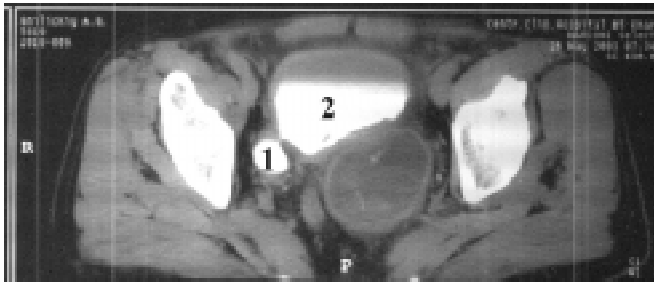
Томографічний зріз дивертикула сечового міхура: 1 — порожнина дивертикула; 2 — сечовий міхур
